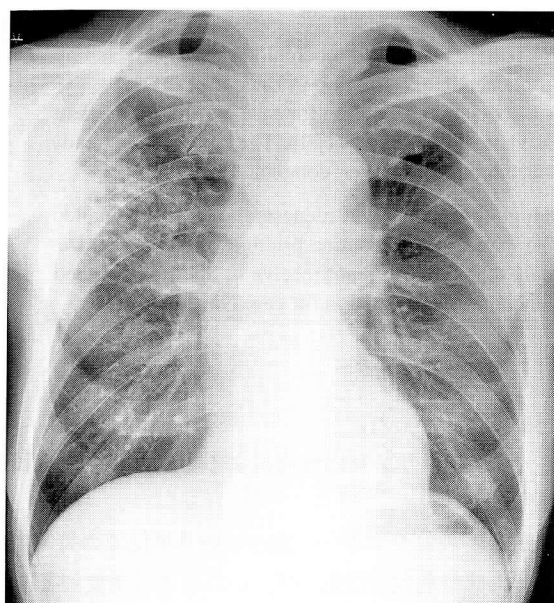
Obvious increase of infiltrative shadows on chest radiograph in May 2001 with fever.
